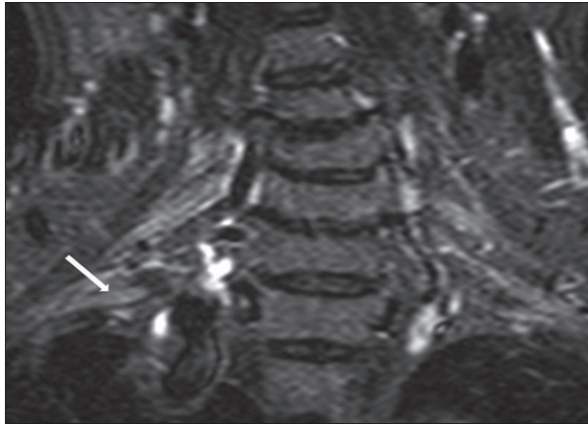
Short tau inversion recovery image of the magnetic resonance neurography of patient No. 3 shows a diffuse thickening and increased signal intensity in the right lower trunk of the brachial plexus (white arrow).
